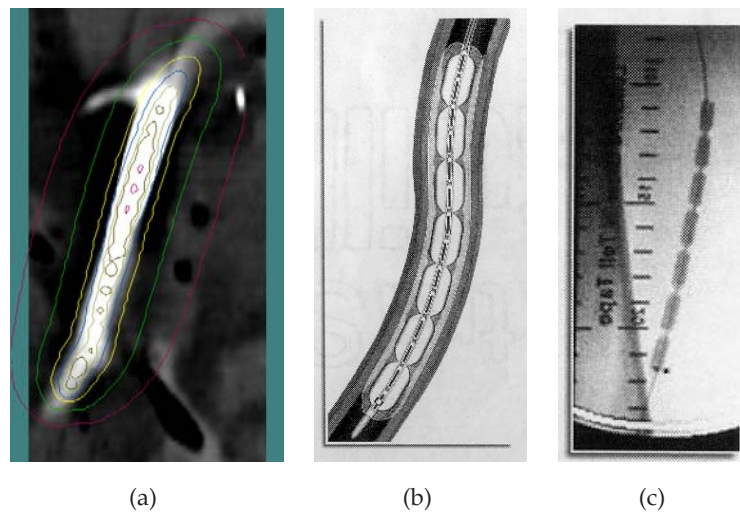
Brachythérapie endovasculaire. a) Courbes iso-doses superposées sur un volume image TDM. b) Ballonnets de centrage pour la source. c) Image peropératoire avec règle de mesure radio-opaque pour la localisation de la source.
